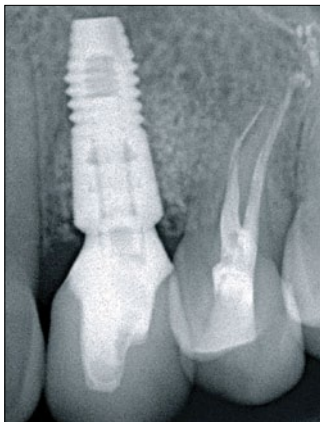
Radiografia apical após colocação da coroa cerâmica
